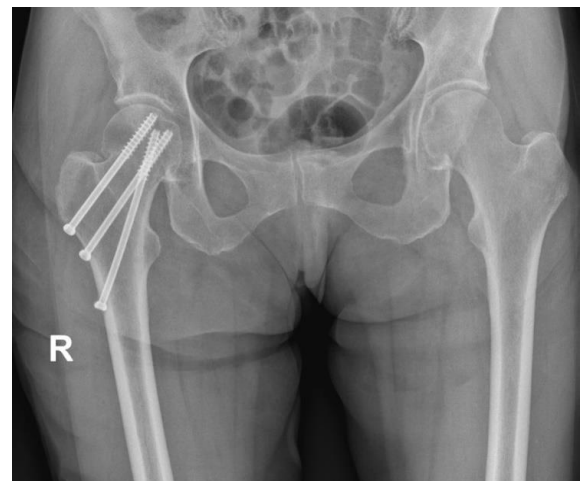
Рентгенограмма после операции
